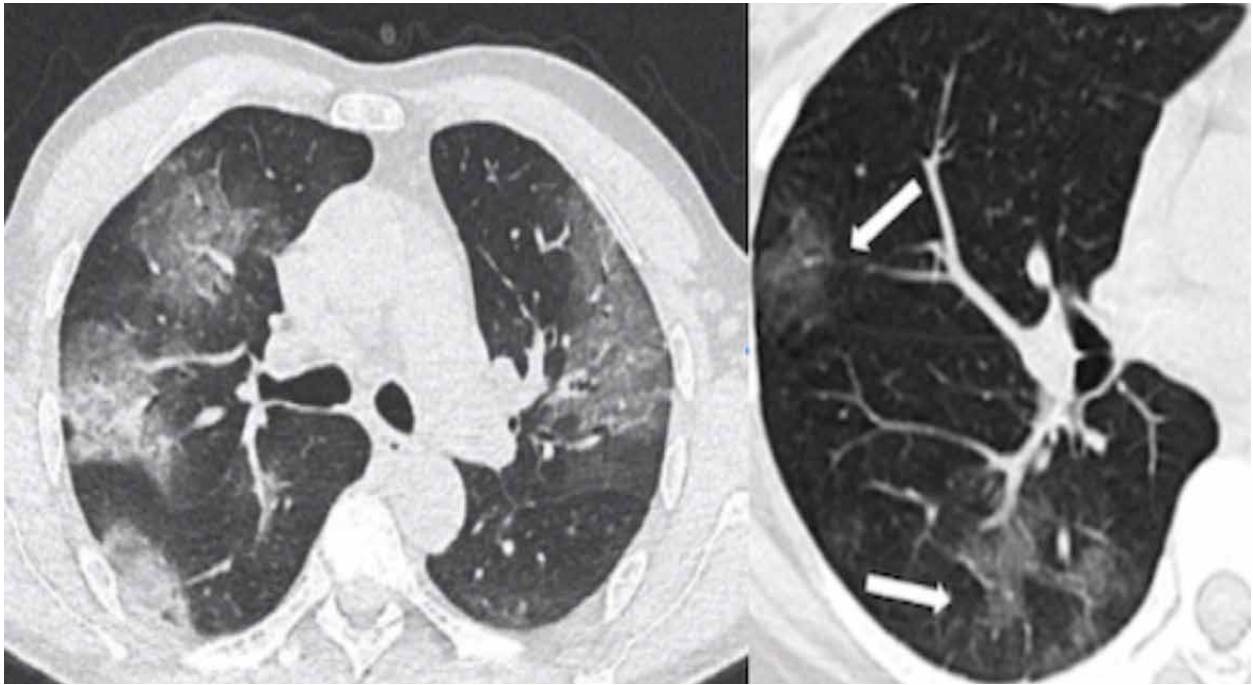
Detalle de TC de tórax en paciente adulto con CoVID-19. Consolidación y halo circundante.
